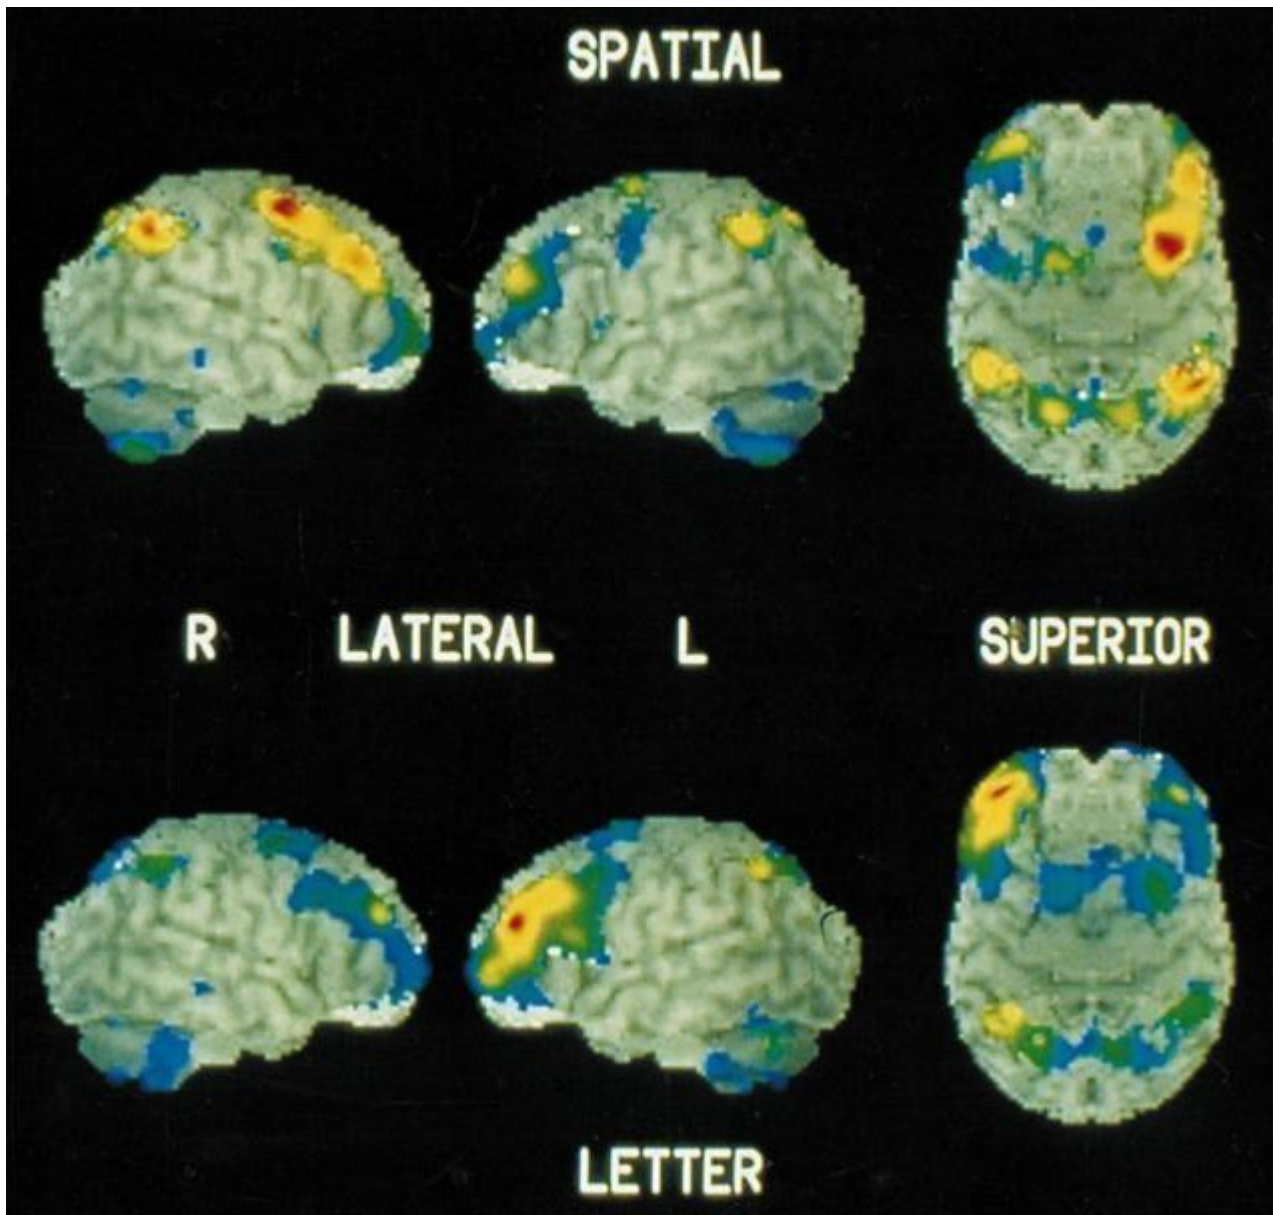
Risultati di attivazioni PET in compiti bidimensionali in vista laterale e superiore per le condizioni di memoria spaziale e verbale. La scala di colori evidenzia attivazioni più deboli (blu) fino ad attivazioni più consistenti (rosso).
